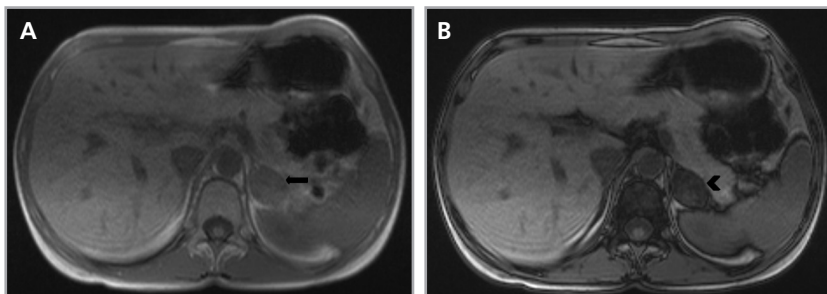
Adenoma suprarrenal izquierdo. Cortes axiales de RM ponderados en T1 en fase (a) donde se identifica un nódulo suprarrenal izquierdo (flecha) y fuera de fase (b), en que el nódulo presenta caída significativa de señal en secuencia fuera de fase (cabeza de flecha), dado el contenido de grasa microscópico.
